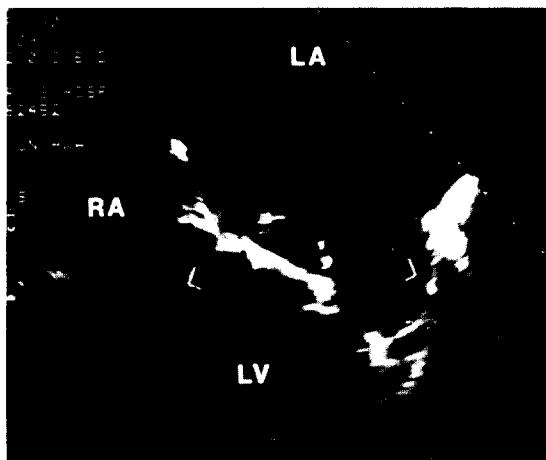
Transesophageal color Doppler echocardiogram in a patient with normal physiologic transvalvular regurgitant flow across the St. Jude mitral valve. Two predominantly low velocity jets originating from the both lateral orifices of valve are seen.
